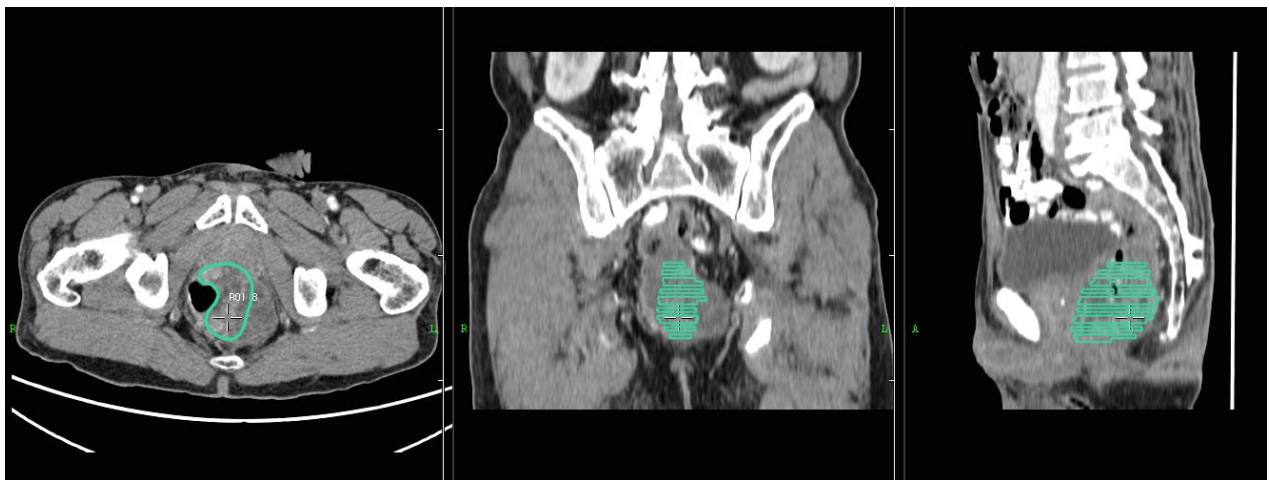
Beispiel von ROI-Markierungen in axialer, koronarer und sagittaler Ansicht von CT-Schichtbildern
